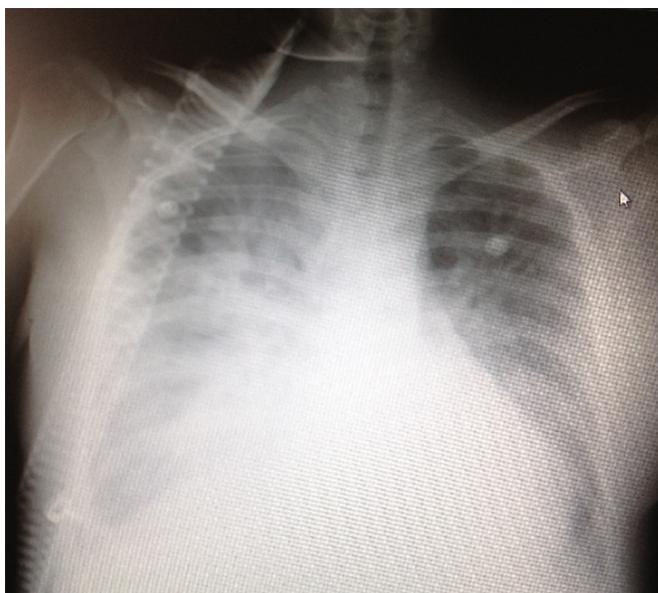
Radiografía de tórax 1. Se observa edema agudo pulmonar.
